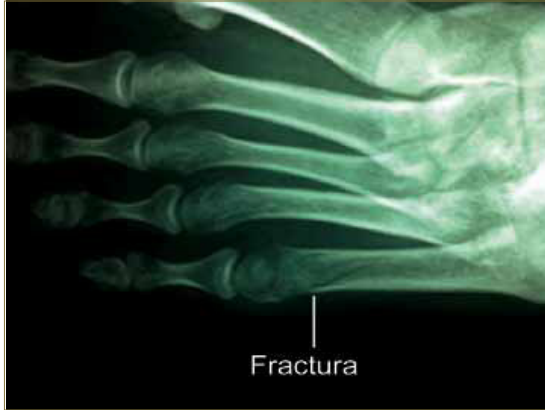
Radiografía AP de pie izquierdo con fractura del quinto metatarsiano con una semana de evolución.
